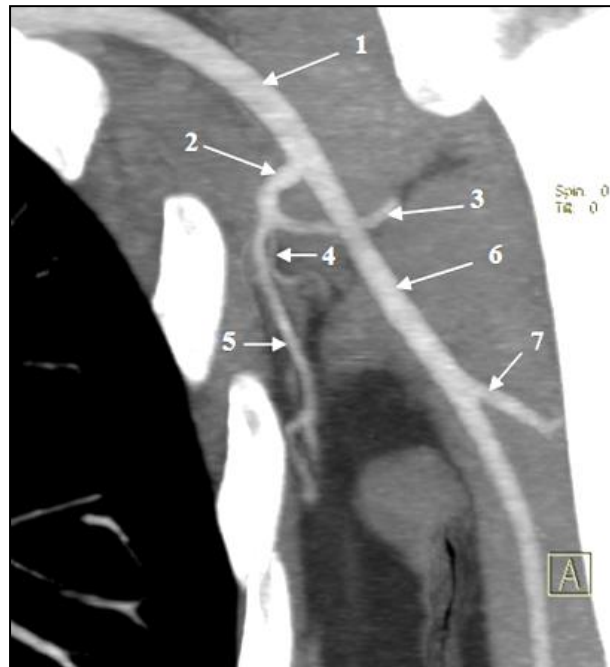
Originea arterei circumflexe humerale posterioare de la artera subscapulară: 1 – artera axilară; 2 – artera subscapulară; 3 – artera circumflexă humerală posterioară; 4 – artera circumflexă a scapulei; 5 – artera toracodorsală; 6 – artera brahială; 7 – artera brahială profundă; imagine, angio-CT 3D.
